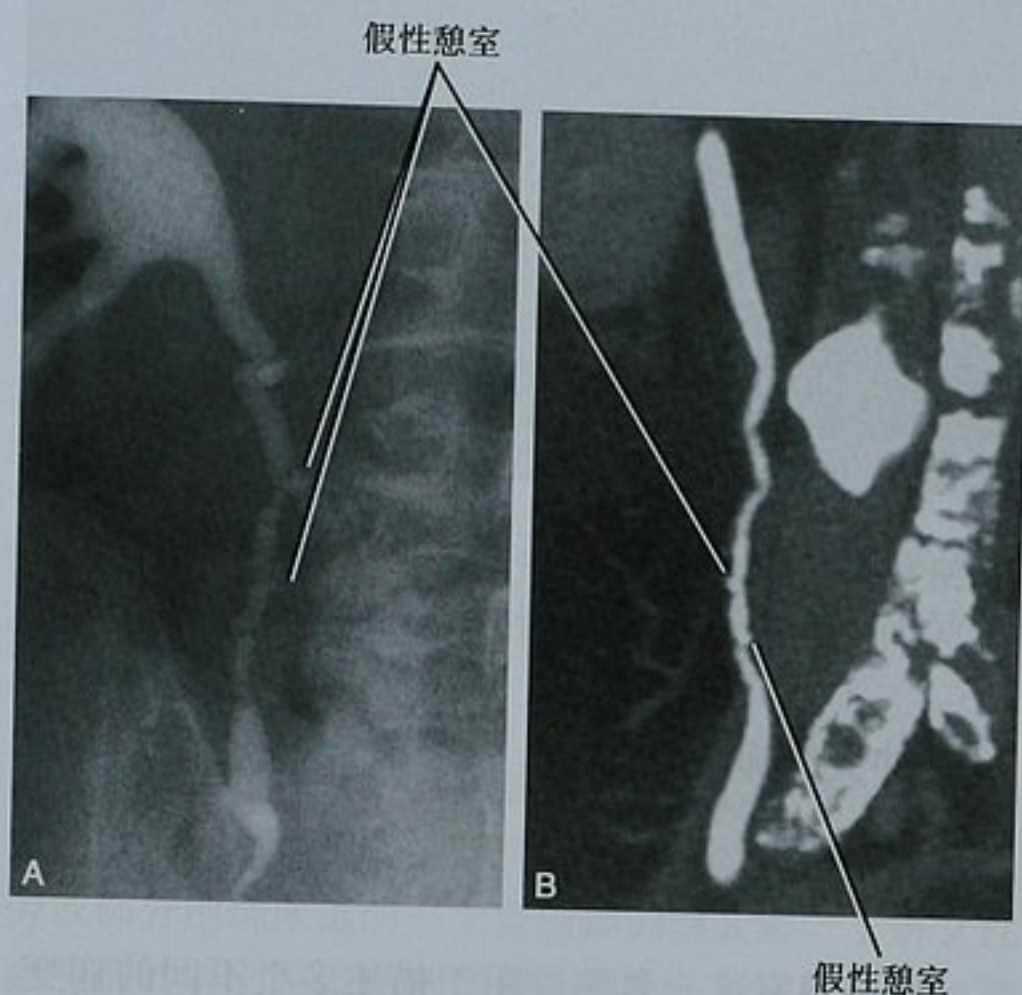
输尿管假憩室病。A. 逆行尿路造影图像显示输尿管假憩室病典型的多发突起;B. 另一位输尿管假憩室病患者 CT 尿路造影冠状位最大密度投影图像
